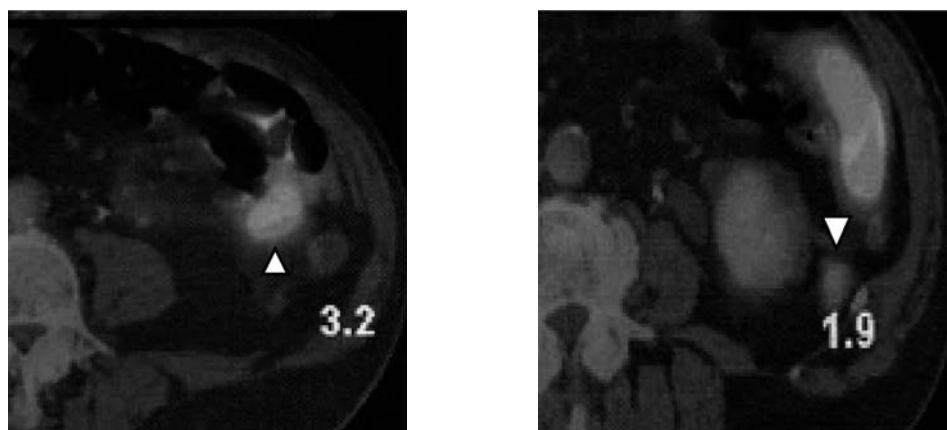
Positron emission tomography CT (PET-CT) showed abnormal uptake of the tumors with a maximal standardized uptake value of 3.2 (arrow heads).
